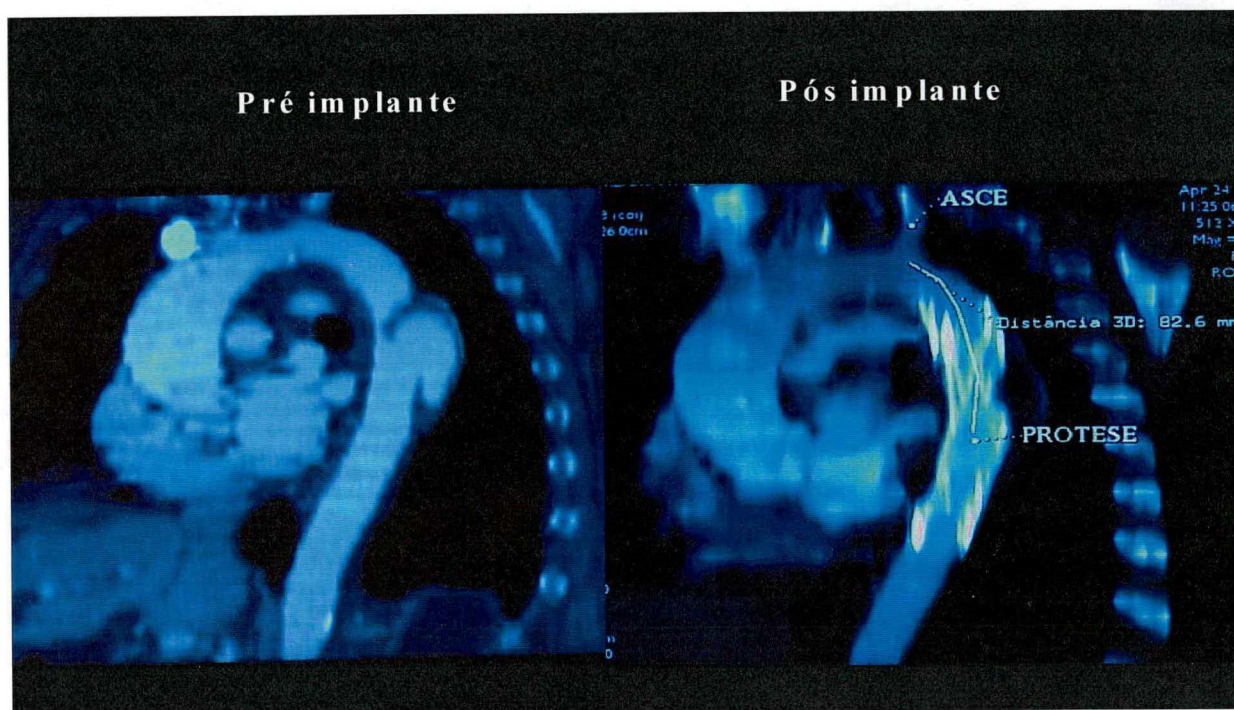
(Angiorressonância): Caso 2 – Pré e Pós-Implante
